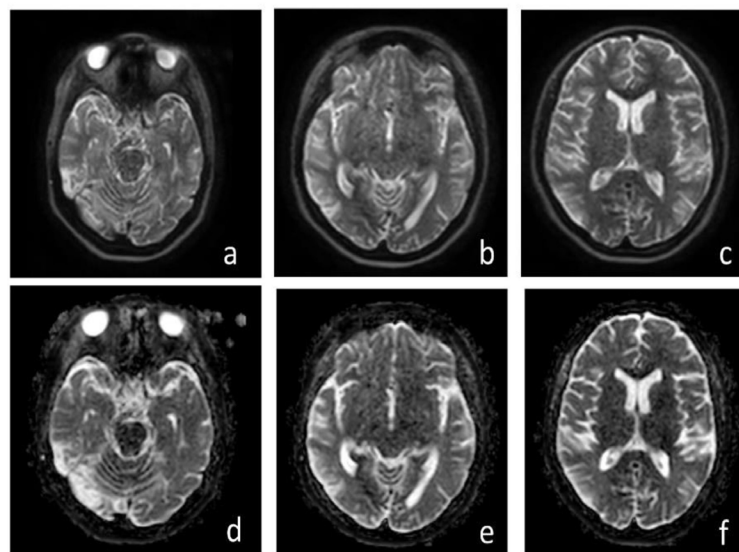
Imágenes por Resonancia Magnética Cerebral, axiales, secuencia Difusión (fila superior), Mapa ADC (fila inferior). Se observa áreas de aumento de la intensidad sin restricción en el mapa de ADC, lo cual sugiere una evolución crónica a nivel de lado derecho localizadas en giro temporal inferior (a, d), giro occipitotemporal lateral (b, e), y en región parietal bilateral (c, f). Fuente: Documento obtenido durante la realización del estudio (09/09/2022).
